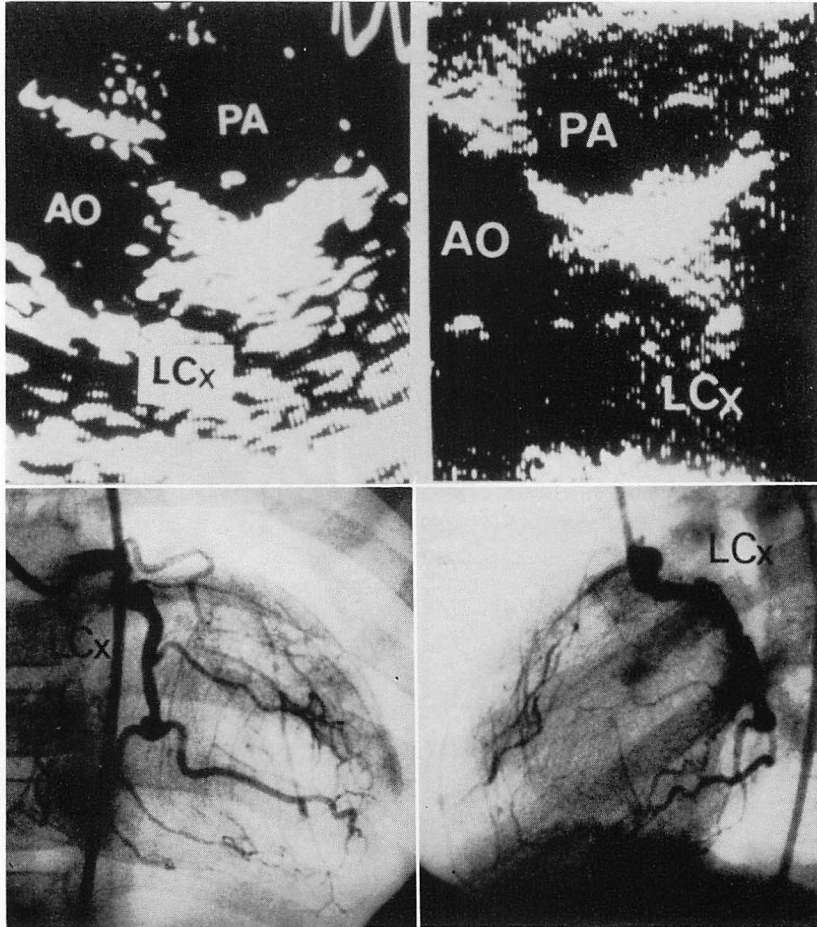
Two-dimensional echocardiograms and coronary angiograms from a case of Kawasaki disease with stenosis in the left coronary artery (6 years old male).
